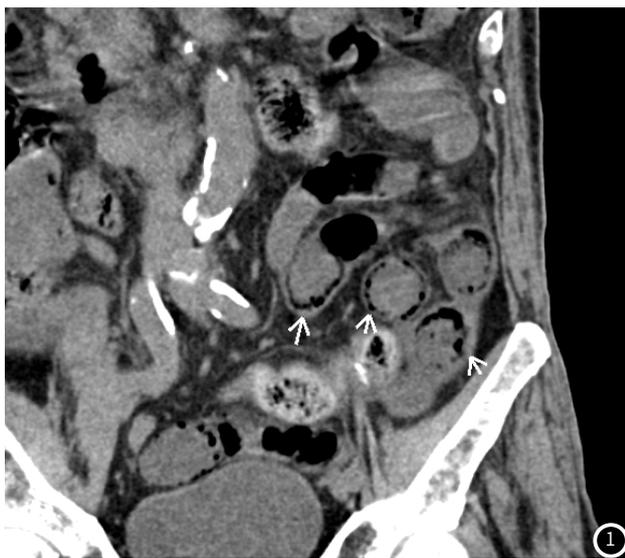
CT多平面重建示小肠肠壁积气。图2 肠系膜上静脉分支积气。
